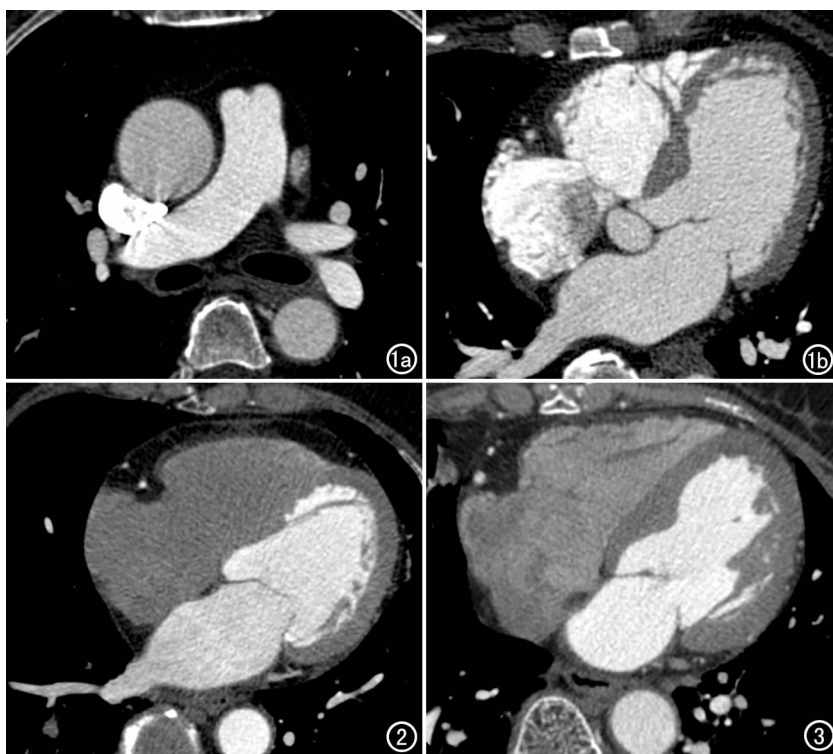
固定对比剂注射方案。a) CTA 示上腔静脉伪影；b) 稍下层面示右心房内伪影。图 2 13 s 对比剂注射方案，CTA 示右心腔内无对比剂，与房室间隔缺乏对比。图 3 16 s 对比剂注射方案，CTA 示右心室和右心房显示清楚，无伪影。
